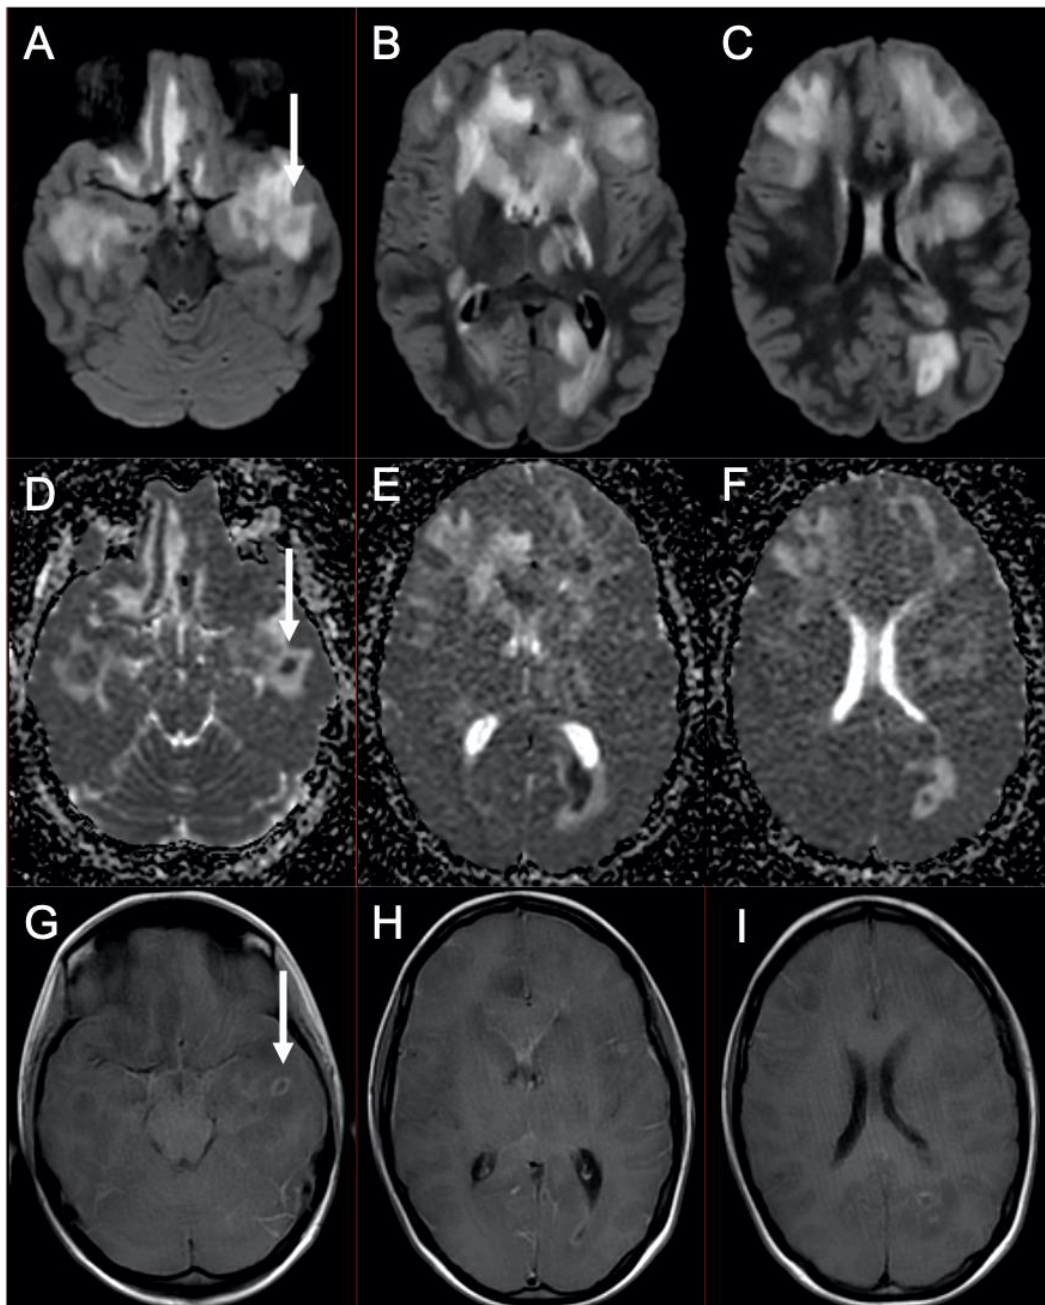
Cas 69 : Patiente de 16 ans : suivie pour un lymphome EBV induit dans un contexte de leucémie myéloïde chronique traitée par allogreffe, 5 mois plus tôt. Depuis 4 semaines survenue d'une dégradation cognitive lente et progressive s'aggravant ces derniers jours avec une hyperthermie. Son tableau clinique se complique d'un coma avec mydriase bilatérale. L'IRM cérébrale retrouve des plages d'hypersignal FLAIR (A-C) de la substance blanche supra-ventriculaire atteignant les noyaux gris centraux et le cortex. Elles prédominent au niveau des régions frontales et temporales. On retrouve des zones en restriction de la diffusion sur la cartographie ADC (D-F), comme au niveau temporal gauche (flèches). Certaines zones en restriction de la diffusion présentent une fine prise de contraste annulaire après injection (G-I). Ces anomalies font discuter une encéphalite d'origine infectieuse ou lymphomateuse. Les recherches biologiques notamment au sein du LCS n'ont pas permis d'avoir une certitude diagnostique. Toutefois, au vu des lésions très diffuses et des anomalies en diffusion et après injection, l'hypothèse infectieuse est privilégiée. La patiente est décédée 4 jours après l'examen d'imagerie.
